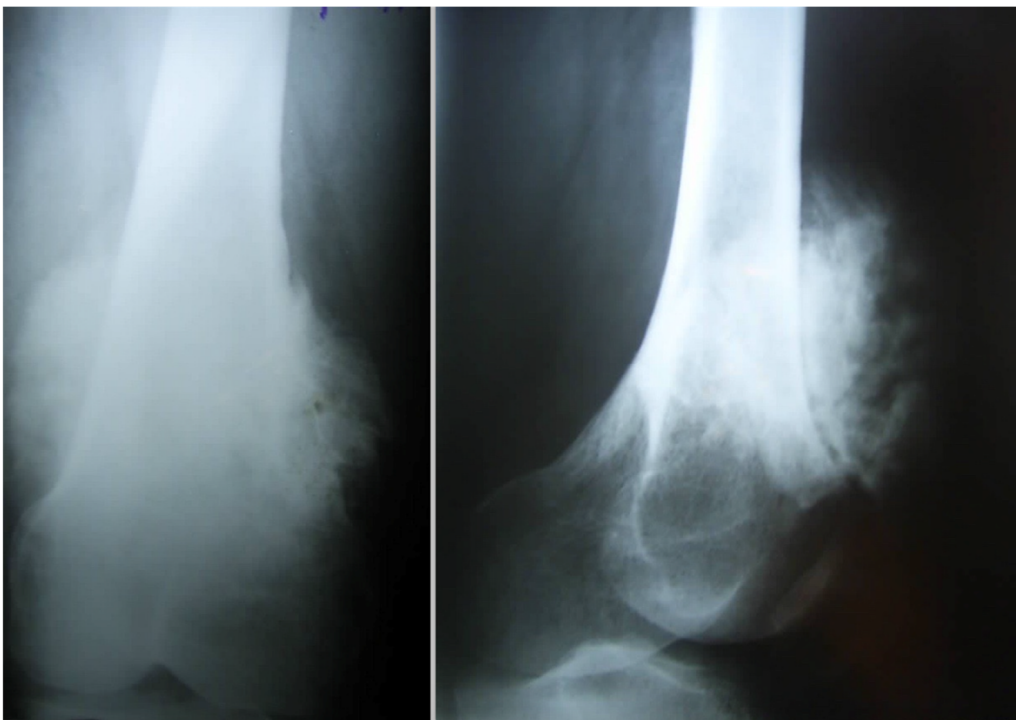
Radiographie de face et de profil du patient[5].
